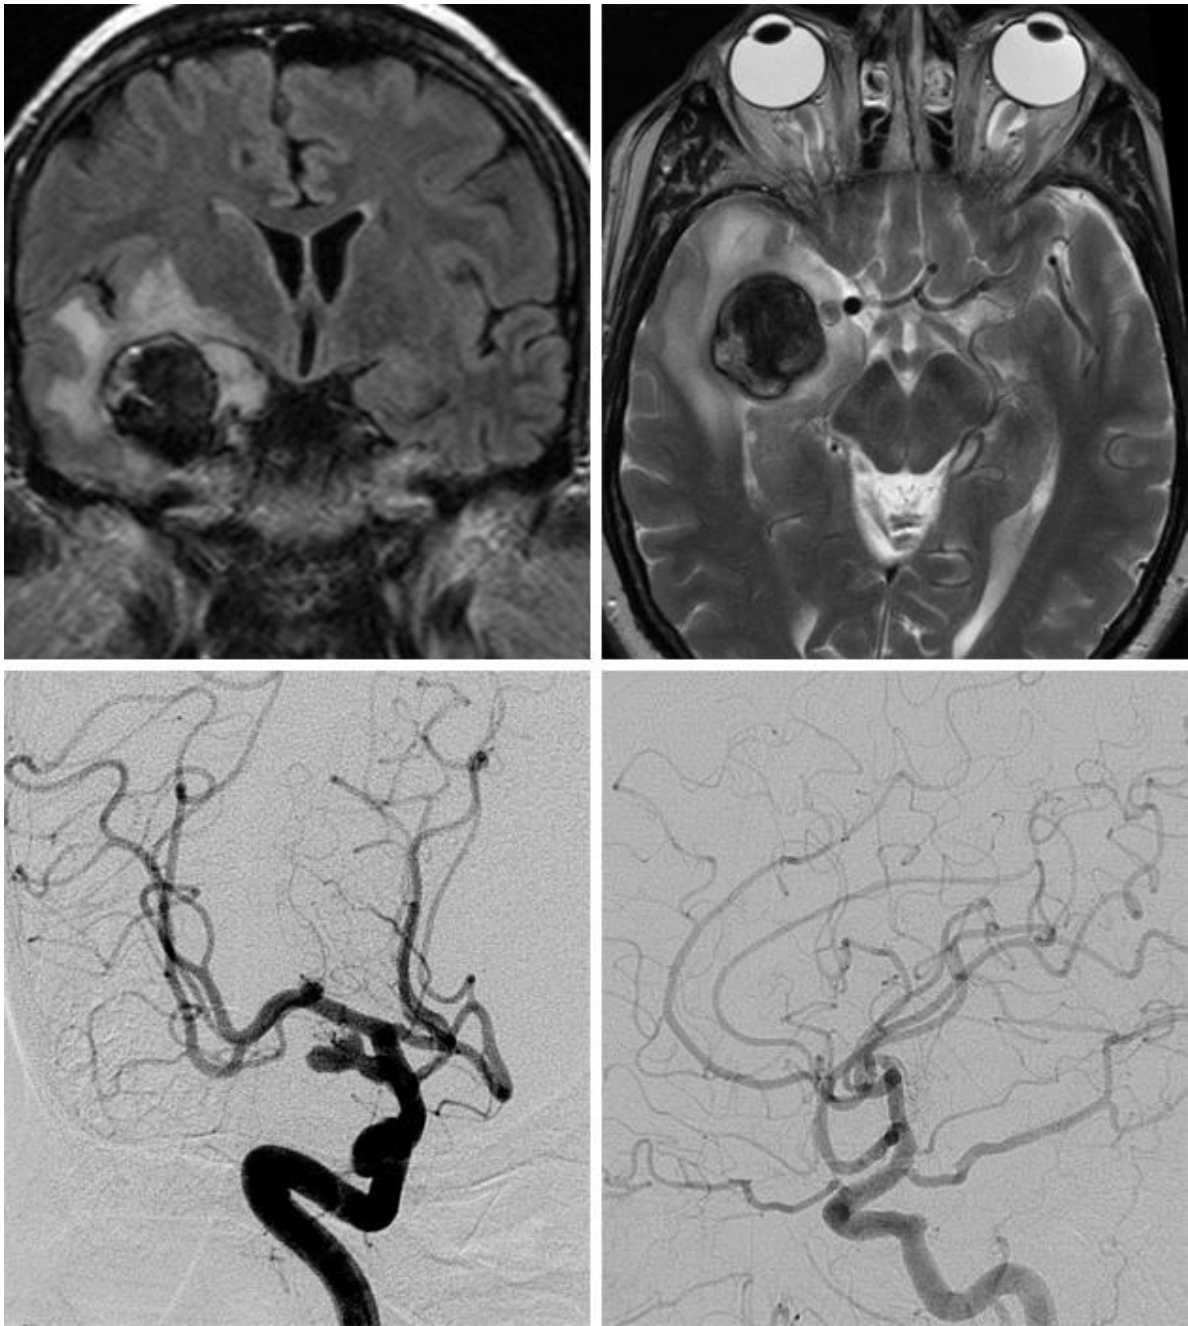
FLAIR 和 T2 加权像 (上排) 显示巨大的部分血栓性 PCoA 动脉瘤并伴有周围脑组织水肿。右侧 ICA 造影显示动脉瘤显影部分起源于胚胎型 PCoA (左下)。术后血管造影显示动脉瘤完全消失 , 相关脑血管结构保留完好 (右下)。
